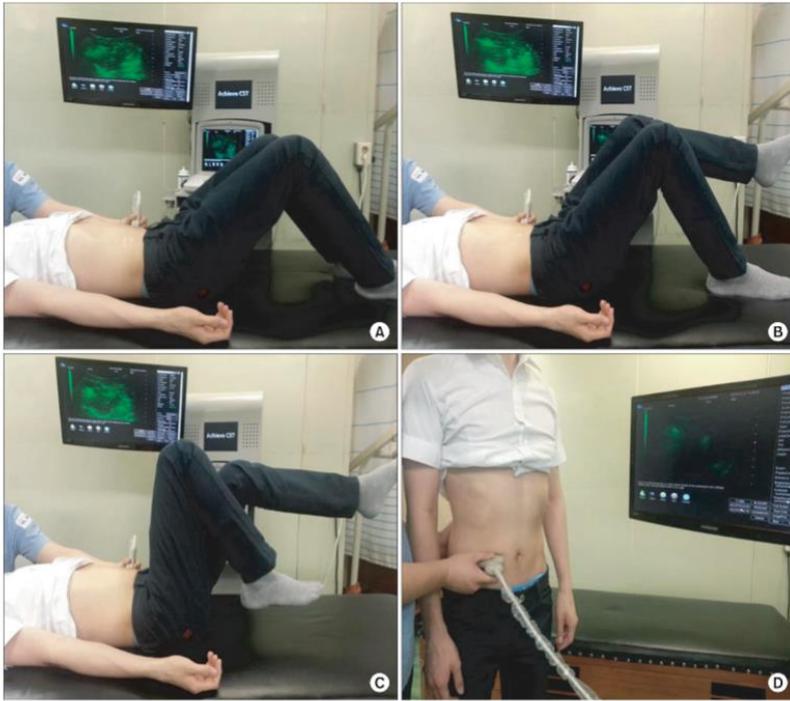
Subject performing abdominal hollowing (AH) with real-time ultrasound biofeedback. AH with real-time ultrasound biofeedback in the supine hook lying position (A), in the single leg slide with the contralateral leg supported position (B) and unsupported position (C), and in the standing position (D).
